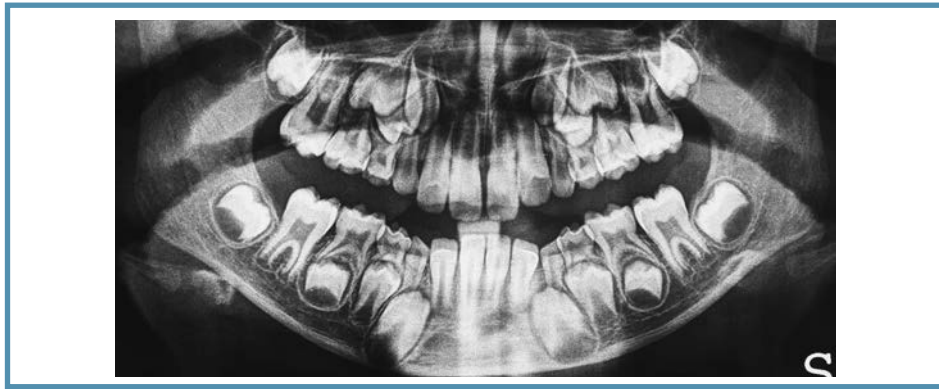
Ortopantomografía en la fase inicial
